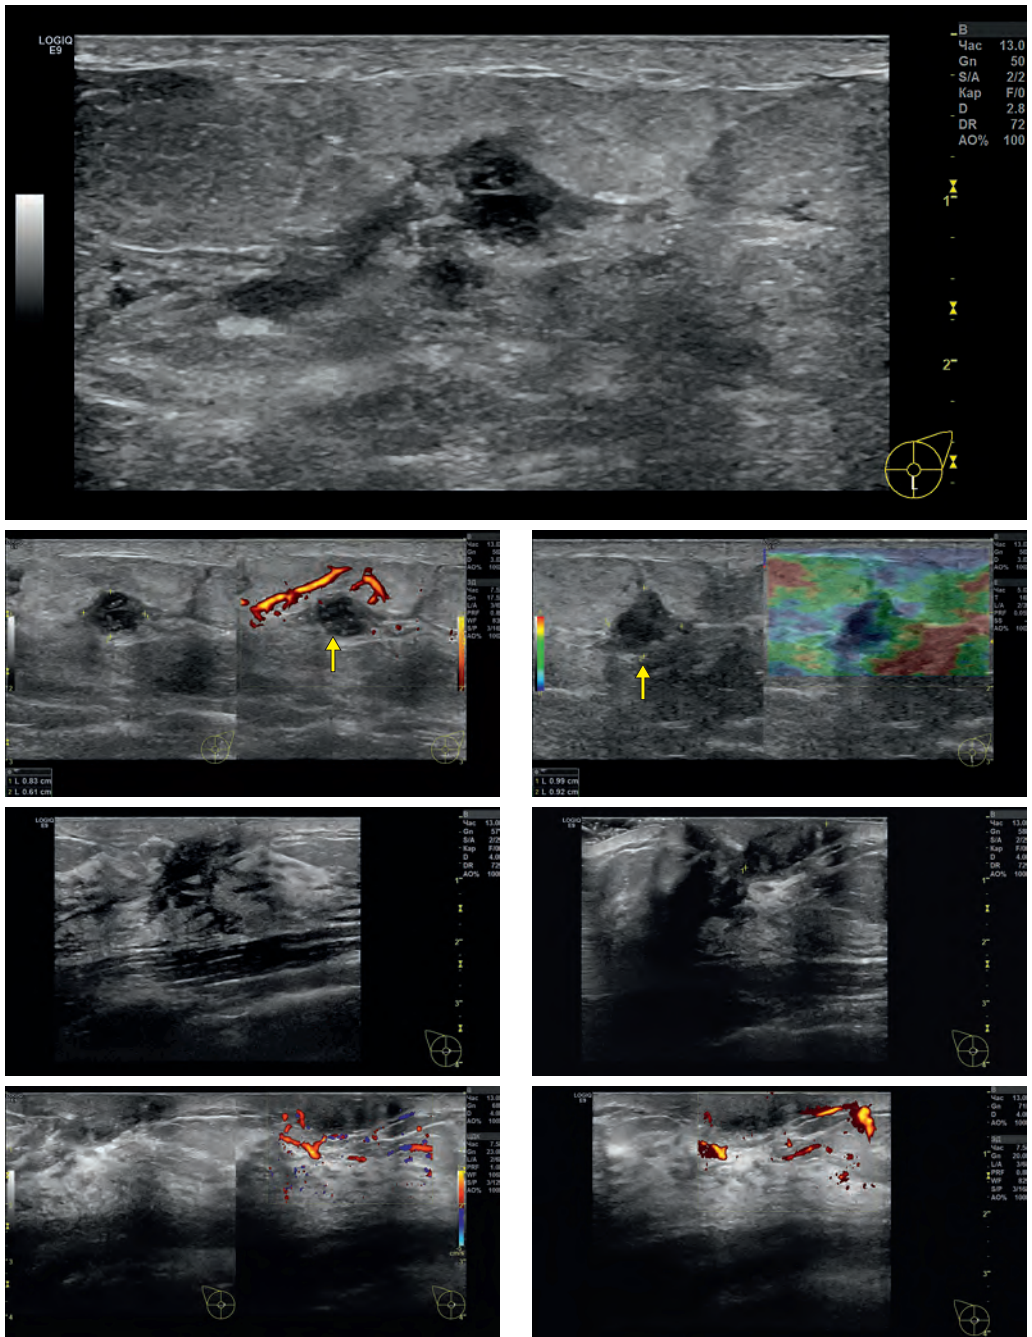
Острый нелактационный мастит. Эхограммы, МПУЗИ. Дифференцировка структуры паренхимы МЖ затруднена из-за снижения общей эхогенности тканей (за счет отека) и неоднородности эхоструктуры. Локальное расширение млечных протоков (СШ); паренхима гиповаскулярна (ЭК); средней зернистости, с асимметричным цветовым паттерном (КСЭГ). Формирующийся абсцесс (стрелки). Узловое образование (УО) неправильной формы пониженной эхогенности, гетерогенной эхоструктуры – с единичными гиперэхогенными включениями в структуре, с нечеткими границами, акустической тенью (СШ). US BI-RADS-2.
